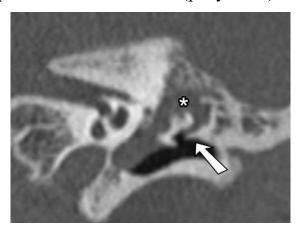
КТ левой височной кости в коронарной проекции.
